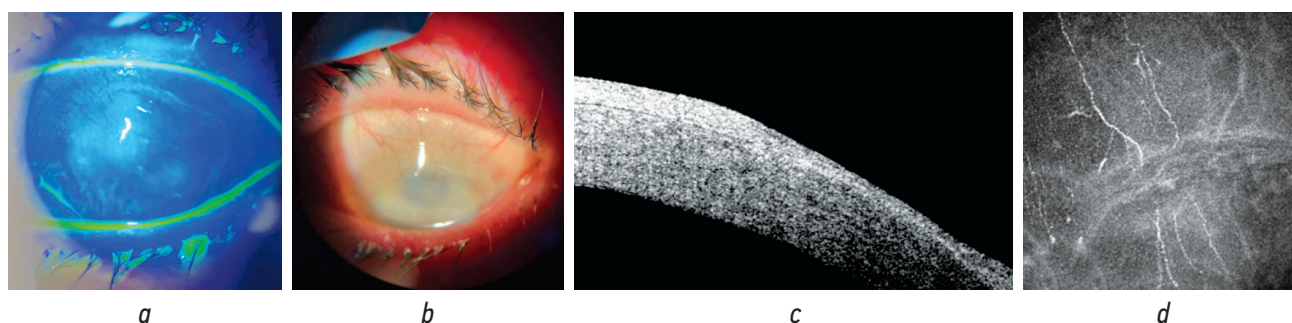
Результаты обследования пациентки Ц. через 12 мес. после операции: *a* — фотография переднего отрезка глазного яблока в кобальтовом свете с применением флуоресцеина; *b* — в жёлтом свете с применением лиссаминового зелёного; *c* — оптическая когерентная томография роговицы в области эпителиального дефекта; *d* — конфокальная биомикроскопия роговицы на уровне суббазального нервного сплетения.
